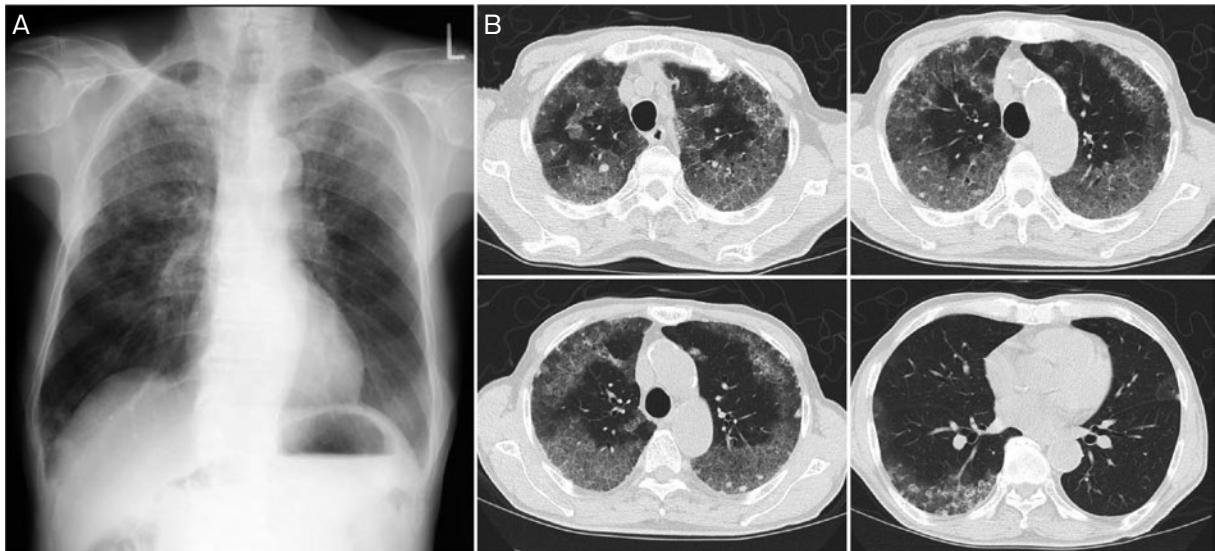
胸部画像検査所見. (A) 胸部単純X線写真では、両上肺野に網状影を認めた. (B) 胸部単純CTの肺野条件では、両肺上葉および右S⁶の肺野末梢側優位にすりガラス陰影と小結節影の混在を認めた.
